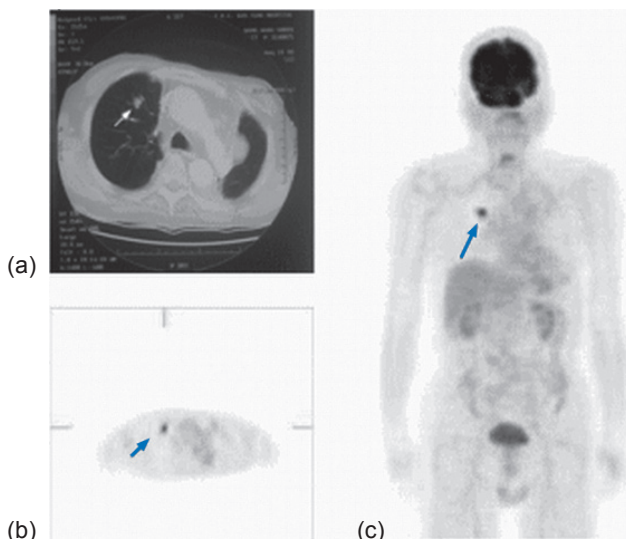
(a) 病患患有左側肺癌，已經手術切除。追蹤期間電腦斷層掃描發現右肺有一無法分辨的結節腫塊。(b) 及 (c) PET 發現此結節腫有高葡萄糖攝取，證實是轉移病灶。
